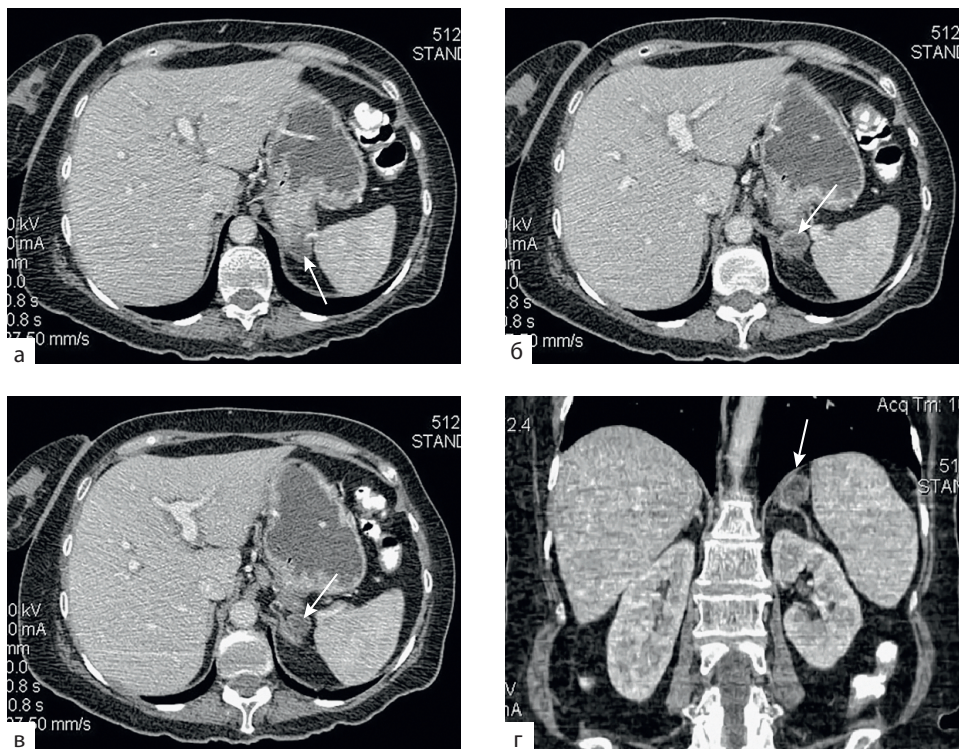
Дивертикул кардиального отдела желудка: а-в — последовательные компьютерные томографии надпочечников с наполнением желудка водой и внутривенным контрастированием, 60 с; г — продольная фронтальная реконструкция изображений компьютерной томографии. Дивертикул кардиального отдела желудка (стрелка) наслаивается на ножки левого надпочечника, симулируя кистозное образование
